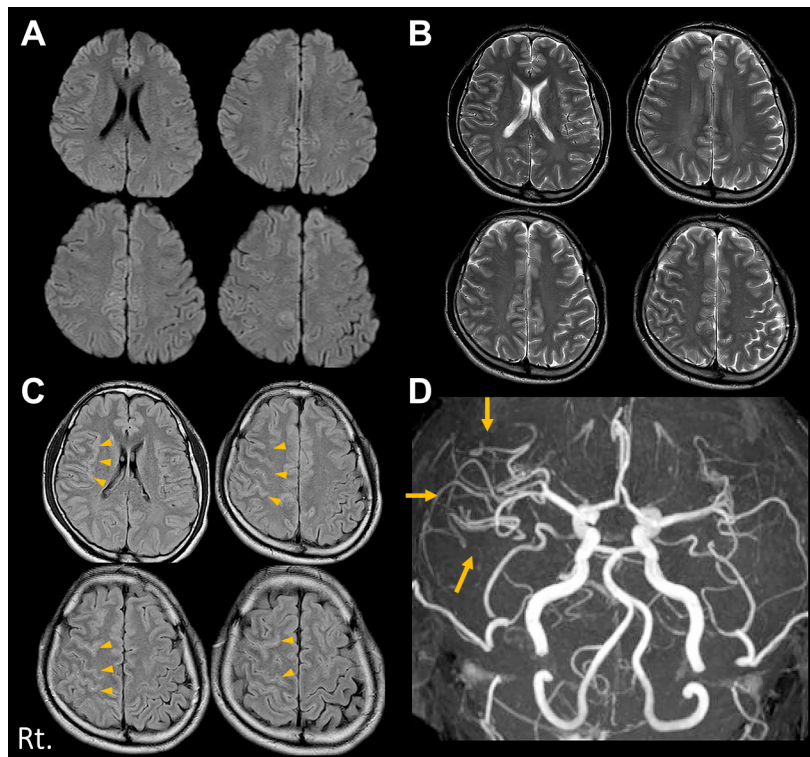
Brain MRI (A–C) and MRA (D) on the day of admission.
